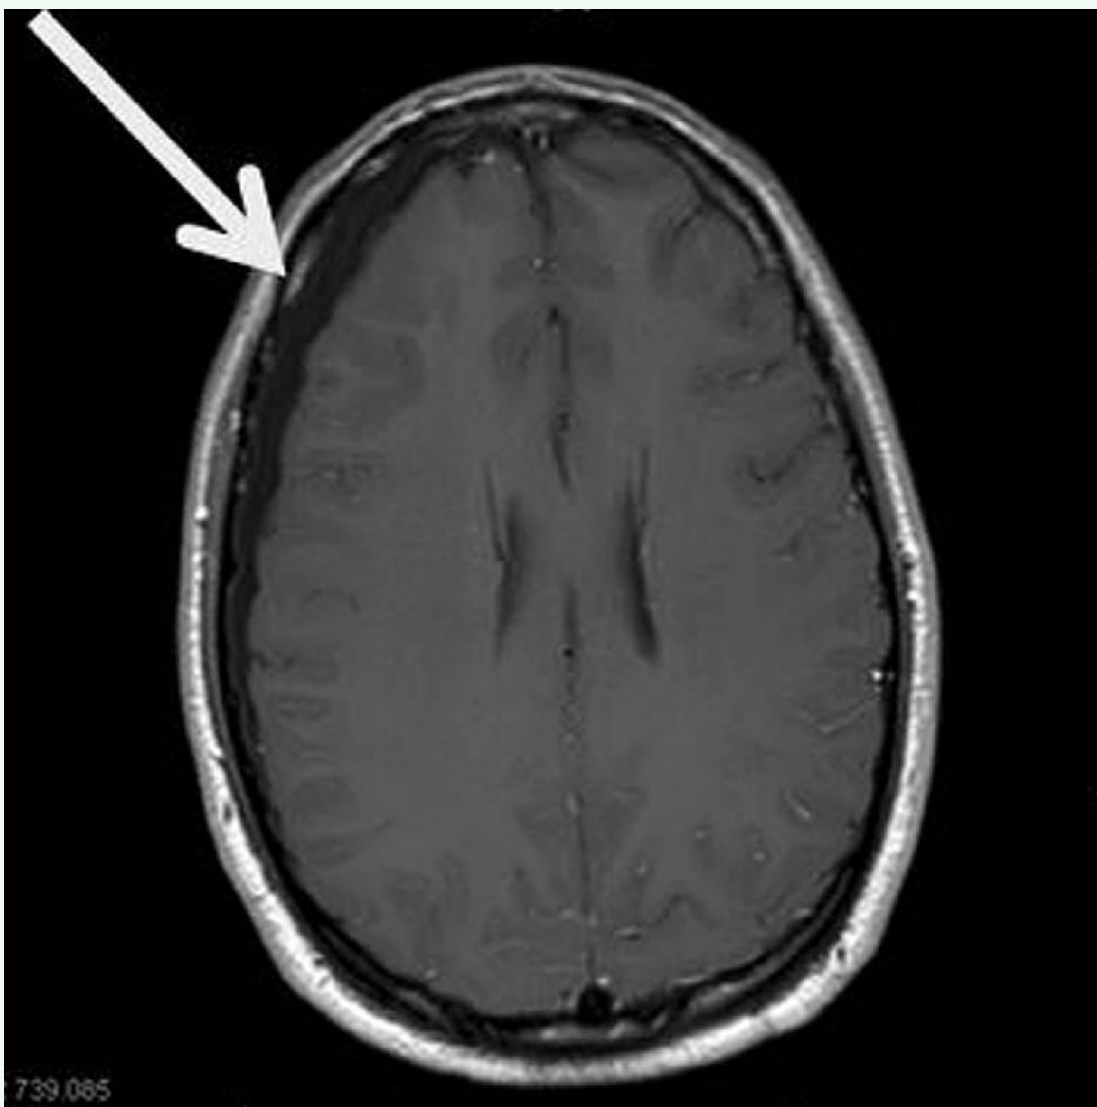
Magnetic resonance image demonstrating right-sided cerebrospinal fluid density extra-axial fluid collection. The cerebrospinal fluid collection on the right side of the skull (arrow)
